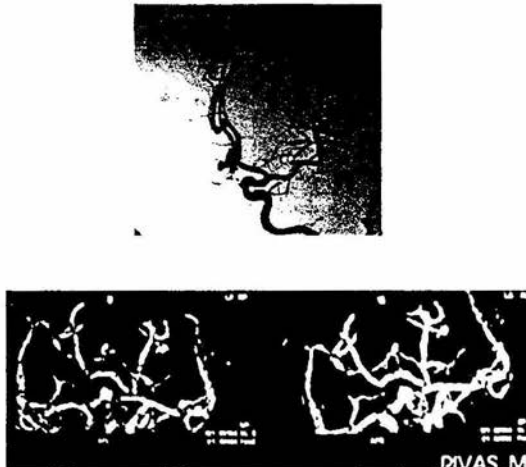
Angiografía y angiotomografía donde se observa aneurisma bilobulado en la arteria comunicante anterior.
